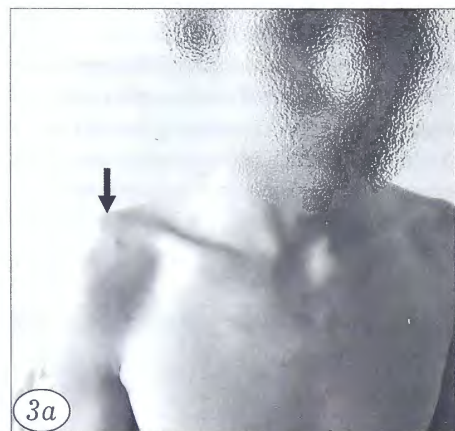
Внешний вид (а) и рентгенограмма (б) пациента Ч. 25 лет при поступлении.
